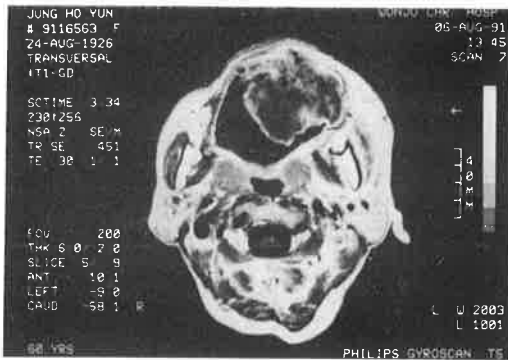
Gadolinium-enhanced T1 weighted MR image shows a large lobulated intraoral mass with moderate heterogeneous enhancement, and irregular low signal densities suggestive of calcification.
